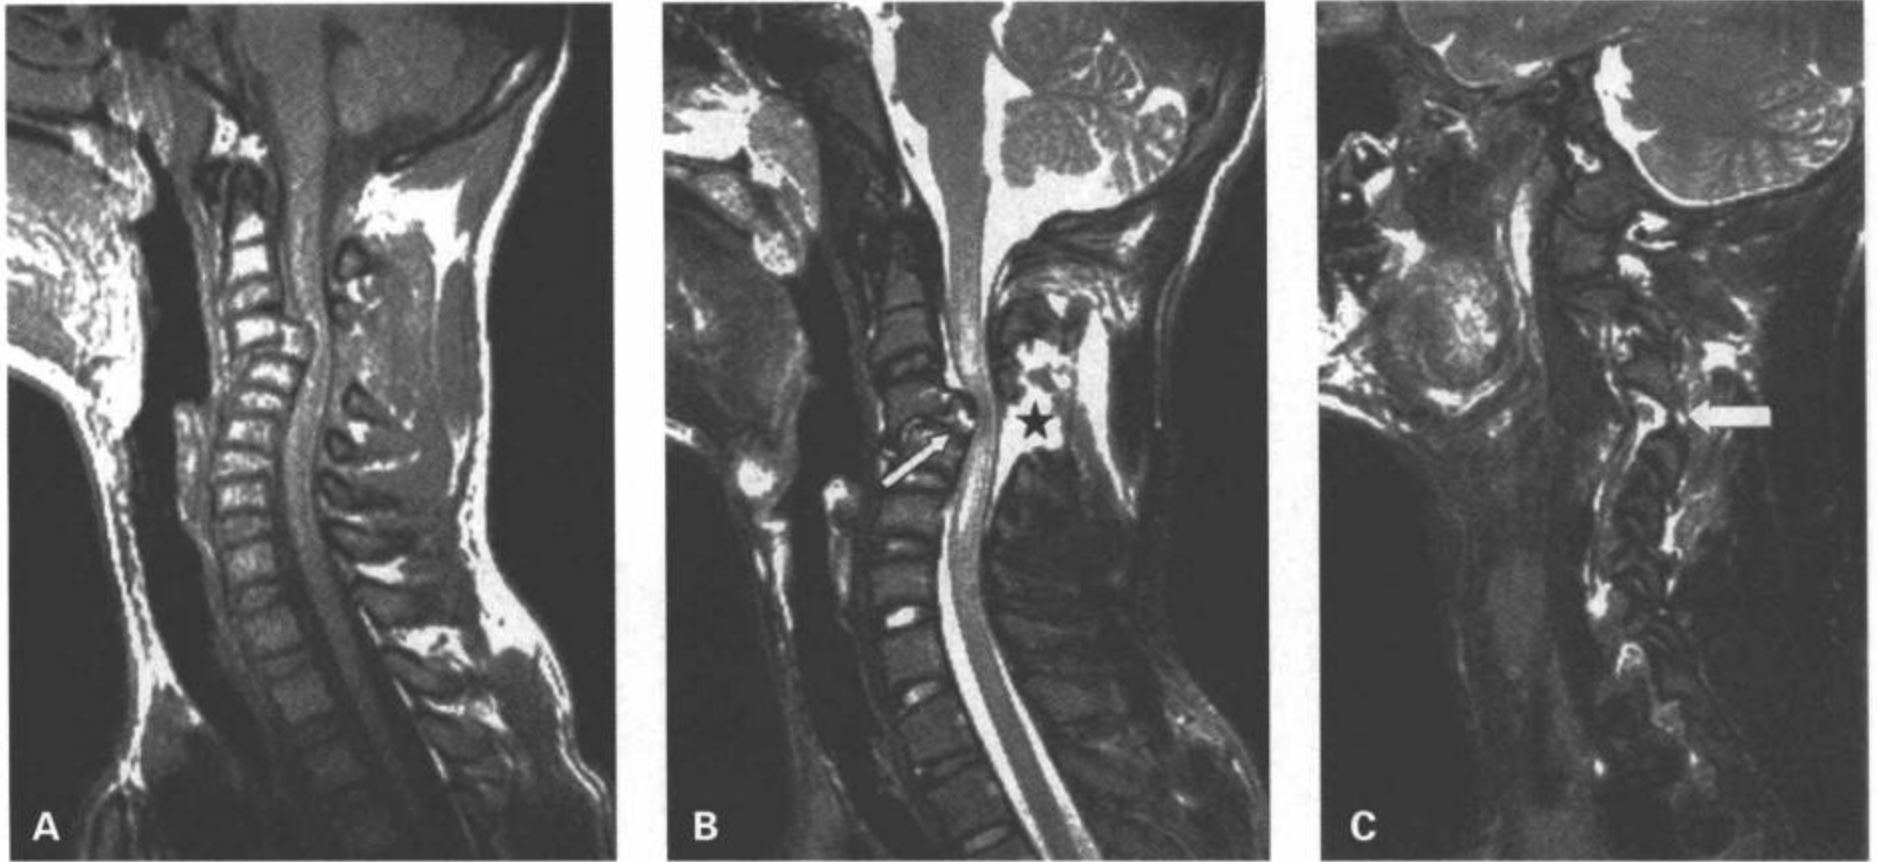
一15岁男性，摔跤损伤后C3/C4过屈机制的损伤。A：矢状面T1加权图像显示C3在C4上急性成角伴脊髓压迫。B：矢状面T2加权FSE图像显示一块巨大的突出椎间盘碎片(箭)压迫脊髓，后纵韧带断裂的游离缘接近椎间盘碎片。后部结构展开，棘间韧带及黄韧带断裂(星号)。从C2到C5层面的脊髓内可见水肿。T2加权FSE旁矢状面图像显示C3/C4顶立的椎小关节复合体(箭)。(From: Flanders AE, Croul SE. Spinal trauma. In: Atlas SW. Magnetic Resonance Imaging of Brain and Spine. 3<sup>rd</sup> ed. Philadelphia: Lippincott Williams & Wilkins; 2002: 1780, with permission.)
